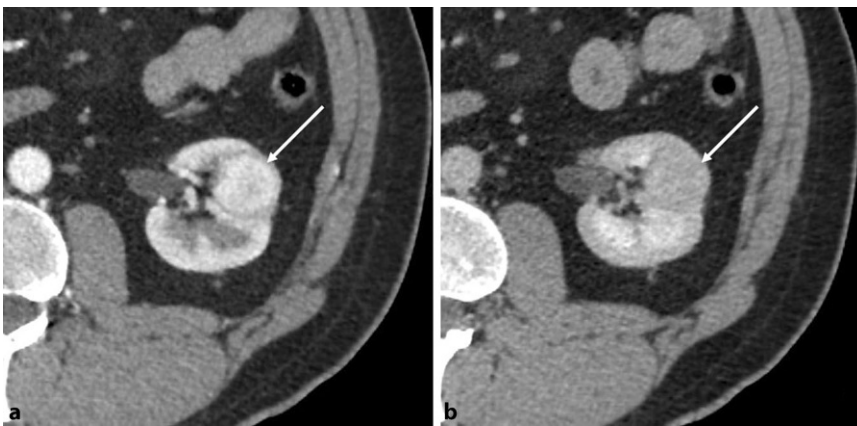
▲ Computertomographie (CT) eines klarzelligen Nierenzellkarzinoms in der Pars intermedia der linken Niere (Pfeil) bei einem 73-jährigen männlichen Raucher mit 56 pack-years. Die Läsion nimmt arteriell Kontrastmittel auf (a) und ist in der venösen Phase leicht hypodens zum umliegenden Nierenparenchym (b)
